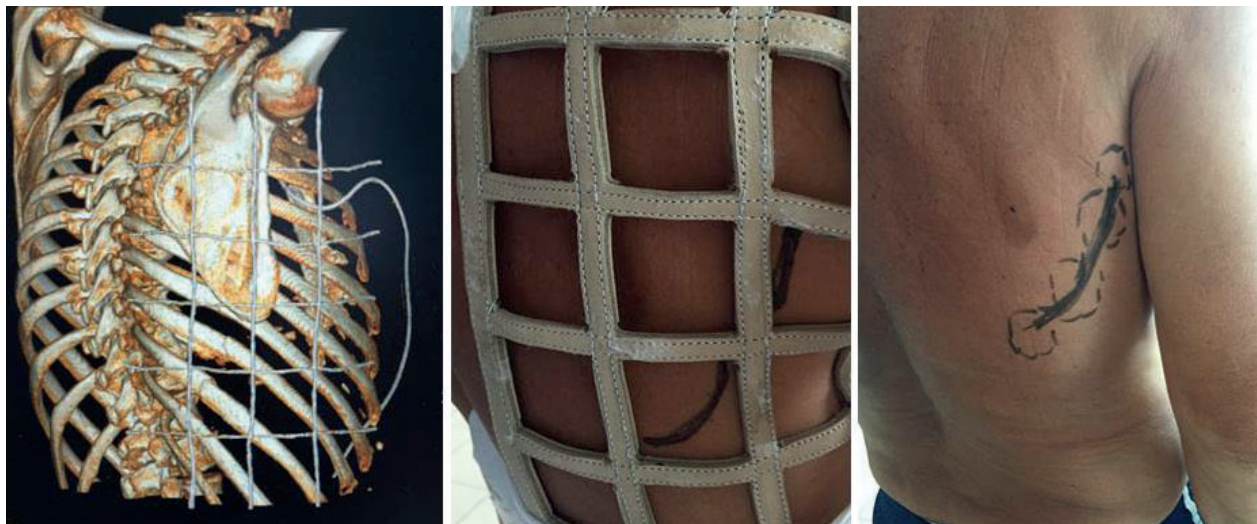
Применение рентгеноконтрастной сетки в планировании оперативного доступа при переломах ребер.
